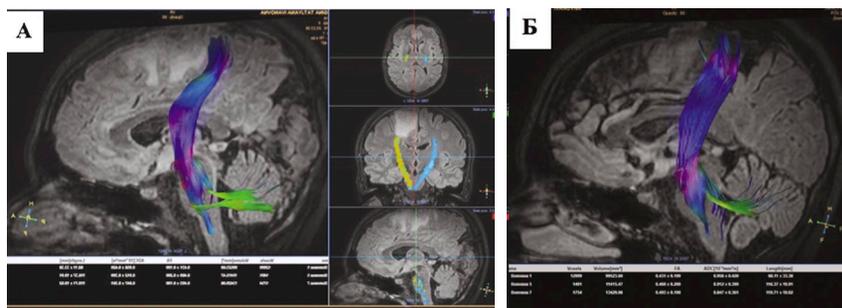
Диффузионно-тензорная трактография (DTI) кортикоспинального тракта: А) кортикоспинальный тракт справа компримирован на уровне объёмного образования; Б) интактный кортикоспинальный тракт слева.
